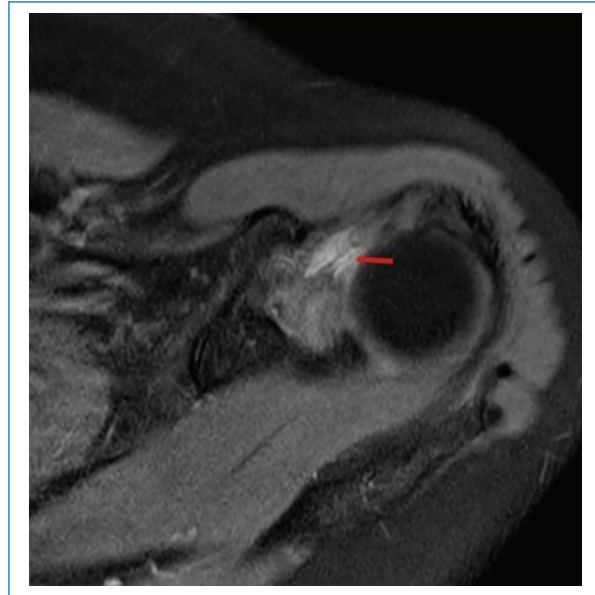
RM en secuencia DP-FS, corte axial. Se observa hiperintensidad leve en el intervalo rotador.
